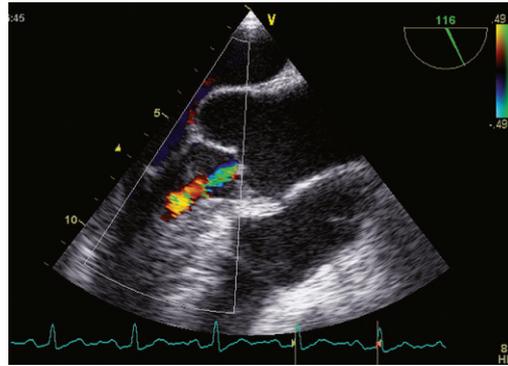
IA minime visualisée en ETO multiplan, en incidence à 116°. Au doppler couleur, reflux de l'aorte vers la chambre de chasse du VG en diastole.
